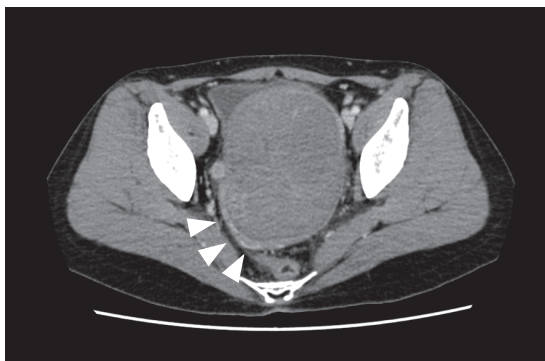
造影CT画像：骨盤内に108mm大の腫瘤を認め不均一な濃染を認める
